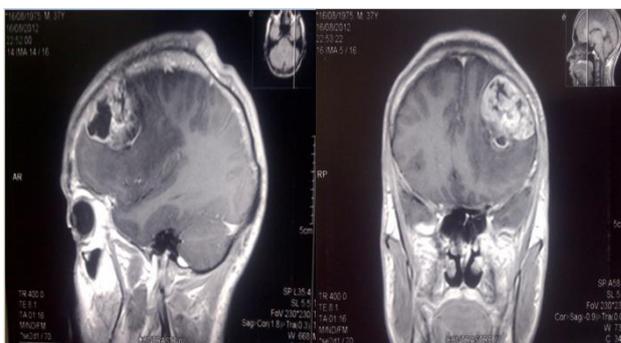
RMN corte sagital y coronal. Glioma de alto grado frontal izquierdo.
